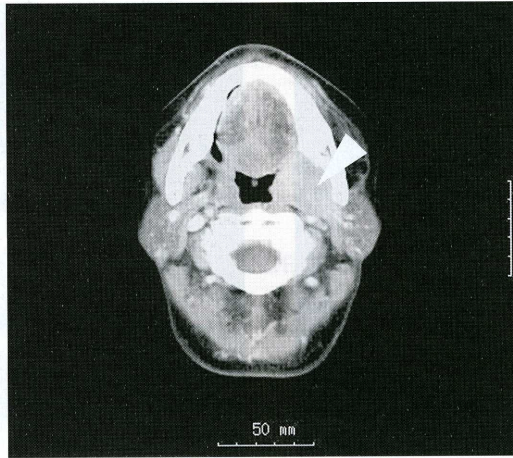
頸部 CT 所見. 歯肉部から白後三角にかけて淡く造影効果がみられる腫脹がみられた (矢印).
